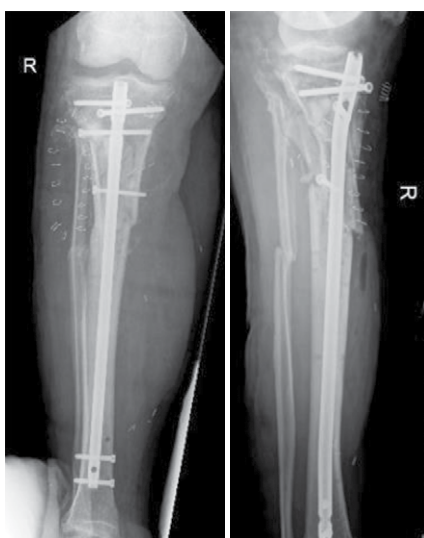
Plain X-rays after removal of dual plate fixation. Cerament V was inserted into canal and then intramedullary tibial nail was inserted
